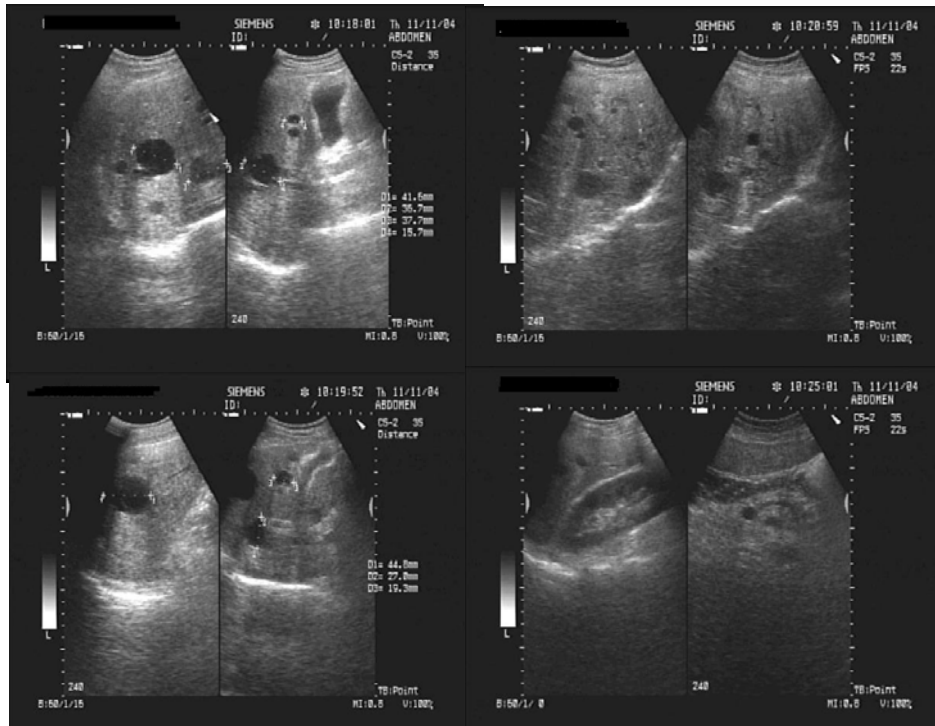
Examenul ecografic – multiple formațiuni transsonice la nivelul parenchimului hepatic
